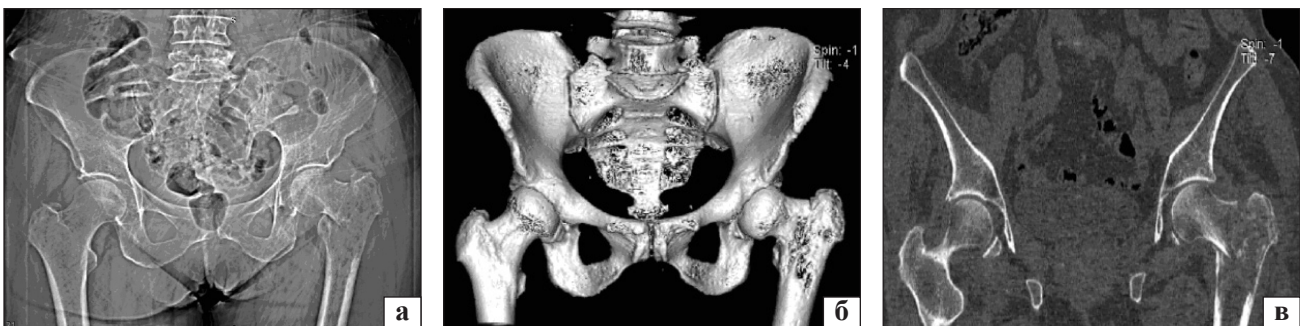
Топограма (а), тривимірна реконструкція (б) та фронтальний скан СКТ-дослідження (в) таза пацієнтки Р. у прямій проекції до операції: вогнище літичної деструкції проксимального відділу стегнової кістки, патологічний перелом
